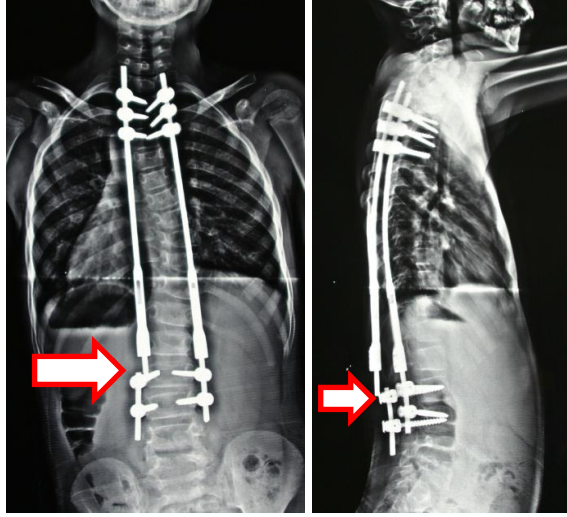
Hastanın preop. ön ve yan grafisi
